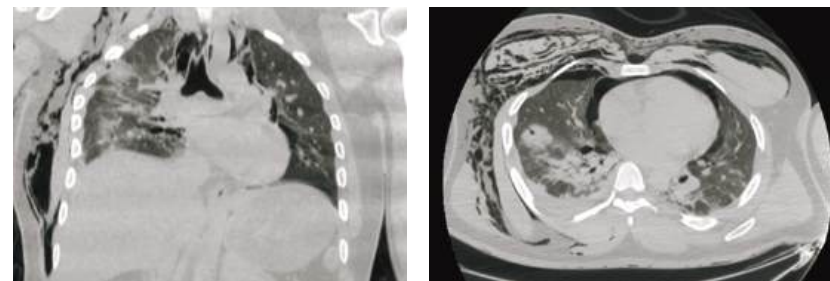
МСКТ груди при поступлении:
